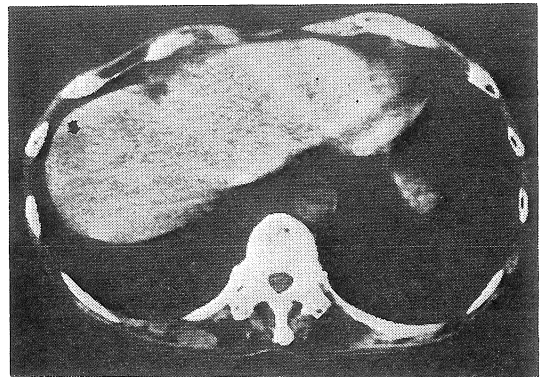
a. X線 CT (造影前), 症例 ②
